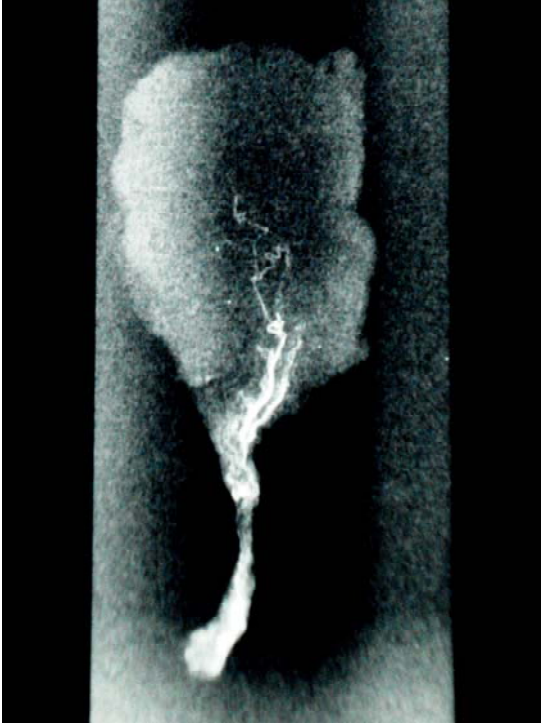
Sham grubu mikroangiografisi. Prefabrike dz akımla beslenen ada flebi grlmekte
